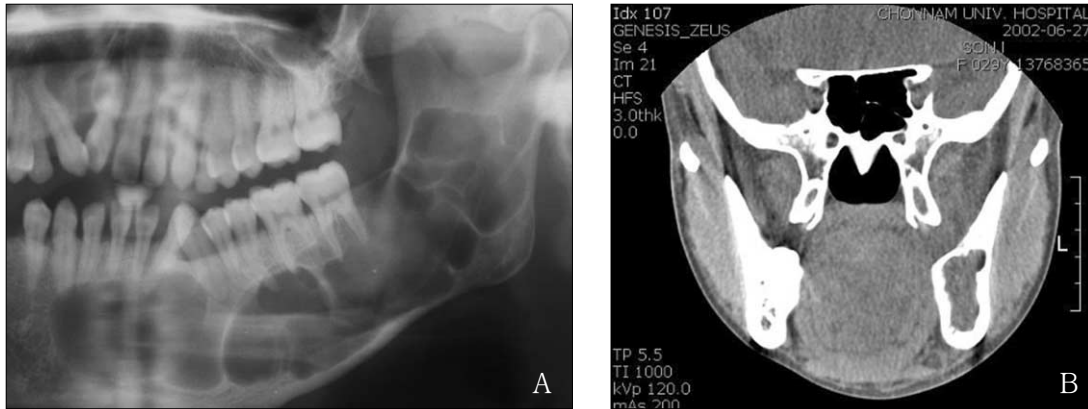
Pre-operative panoramic radiograph (A) and CT scan (B).
